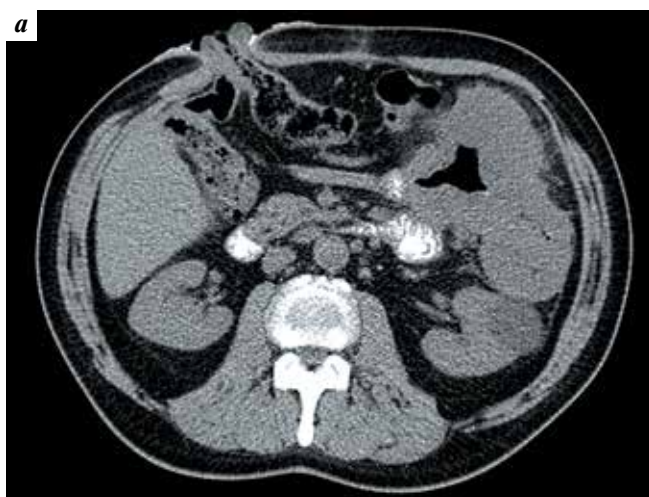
Пациент А., результаты компьютерной томографии брюшной полости с внутривенным контрастированием: а – 01.08.2017; б – 14.11.2017
